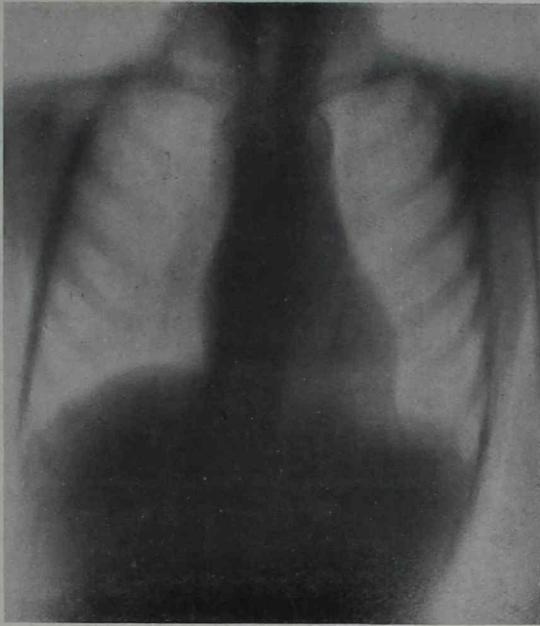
Tomografía frontal en plano anterior (se visualiza mango del esternón) cayado aórtico izquierdo con el comienzo de la descendente; es visible la subclavia izquierda. El arco aórtico derecho no se visualiza, pues sitúa en un plano más posterior
